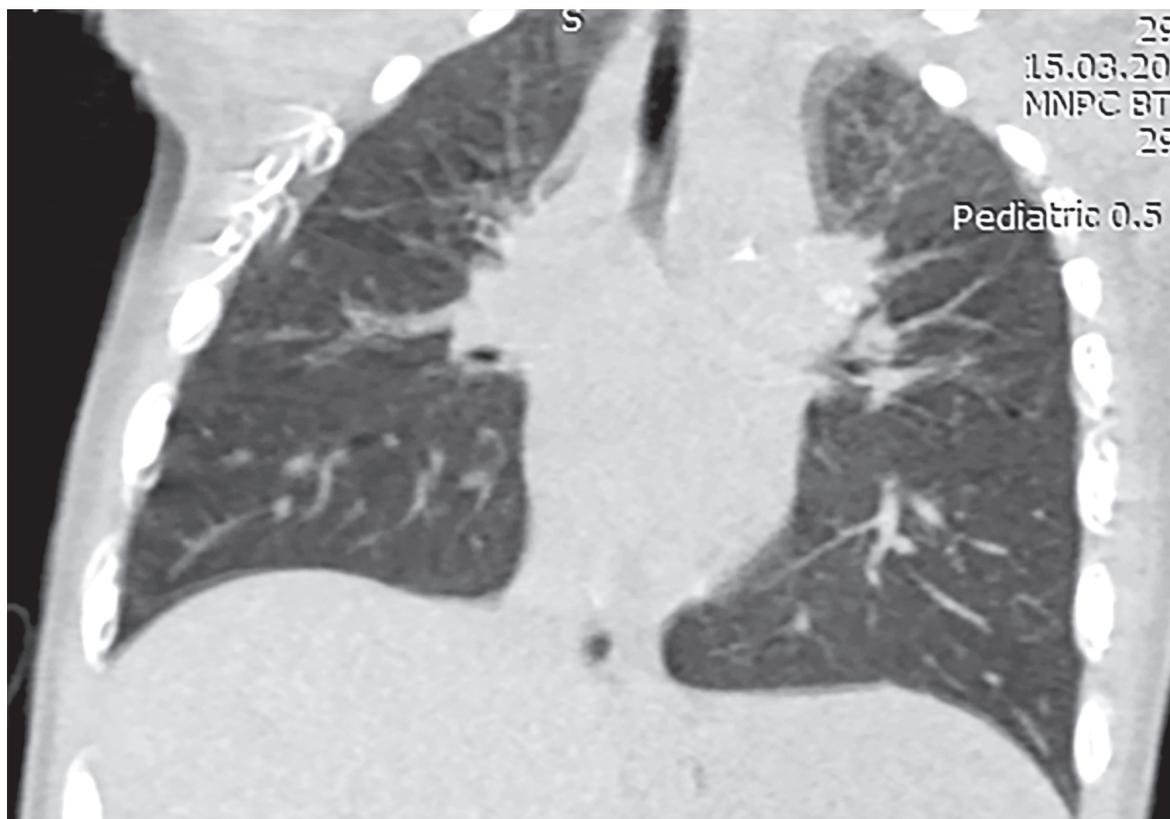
КТ ОГК после серии бронхоскопий
